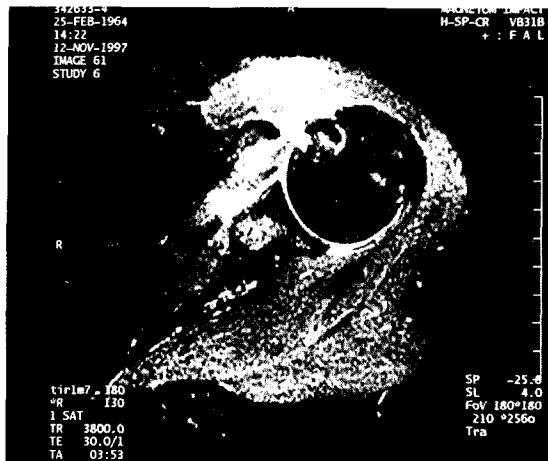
Postoperative 2 months MR image in which the long head of the biceps tendon was well reduced into the groove and suture-anchor was overlapped with it. Subscapularis was well reattached onto the lesser tuberosity and surrounding edema was also seen.
